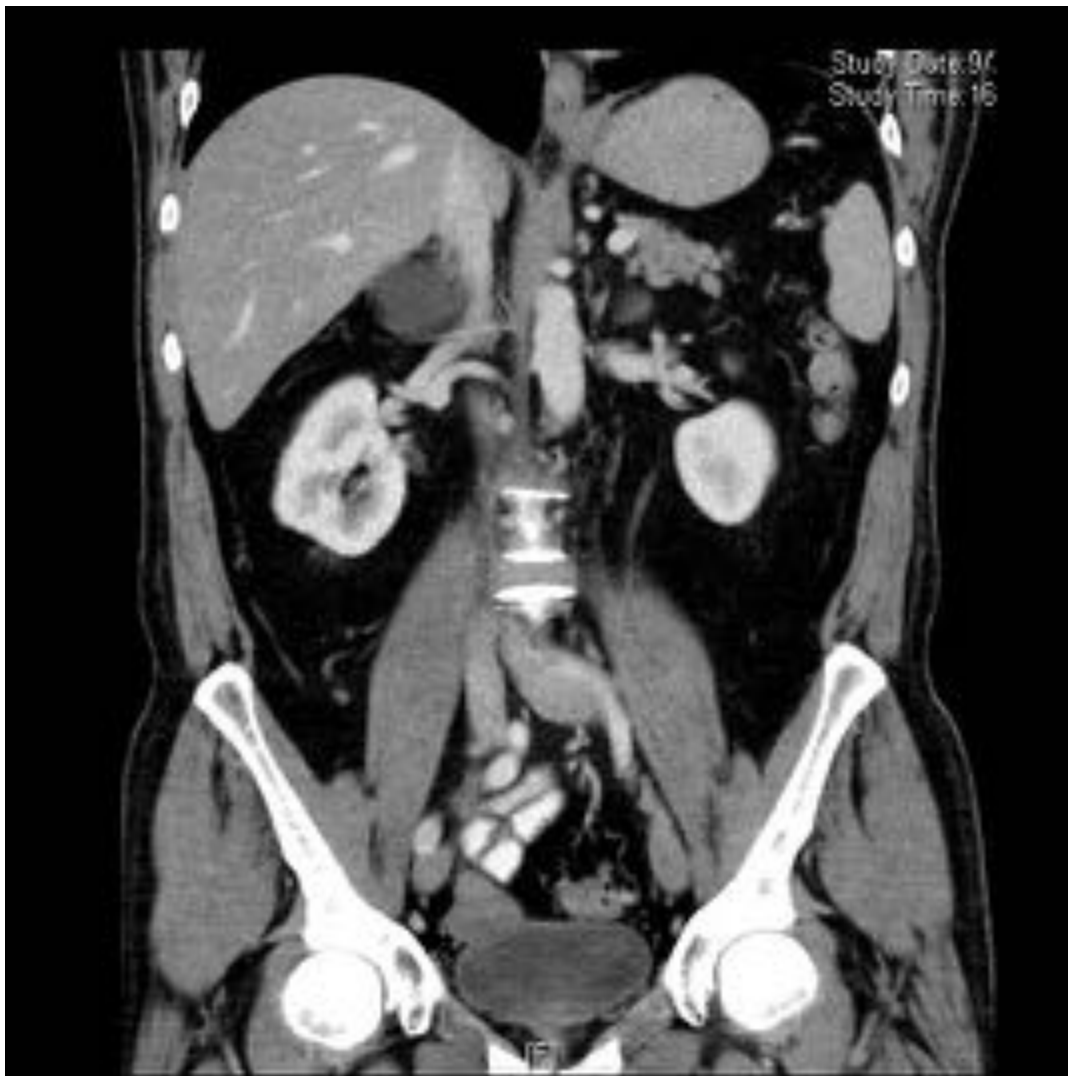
Reconstrucción coronal de TC abdomino-pélvico: muestra TFSE paravesical, en contacto con la pared vesical superior.
